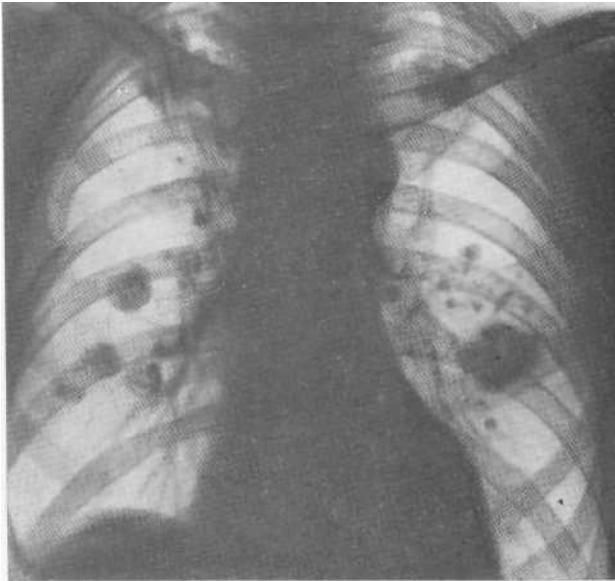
Обзорная рентгенограмма. Множественные туберкуломы и оча характерным для туберкулеза обызвествлением.
